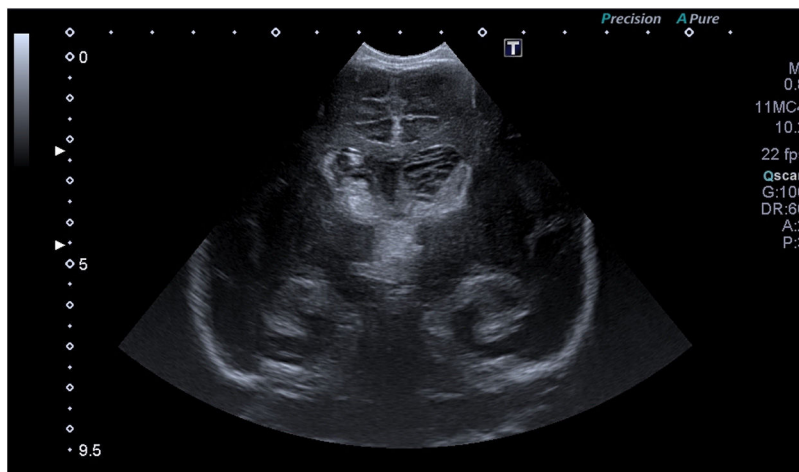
Ecografía transfontanelar realizada al diagnóstico. Corte coronal en el que se visualiza sangrado en ambos ventrículos laterales y tercer ventrículo, así como afectación talámica derecha y temporal bilateral.
